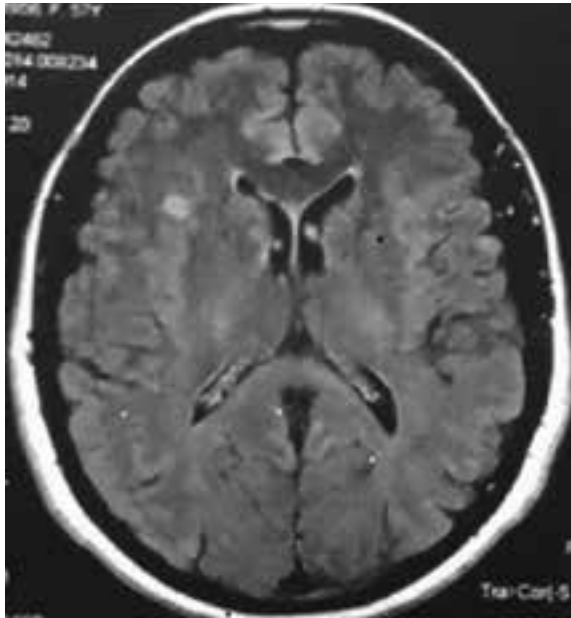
RM cerebral - 8 de janeiro de 2014.
